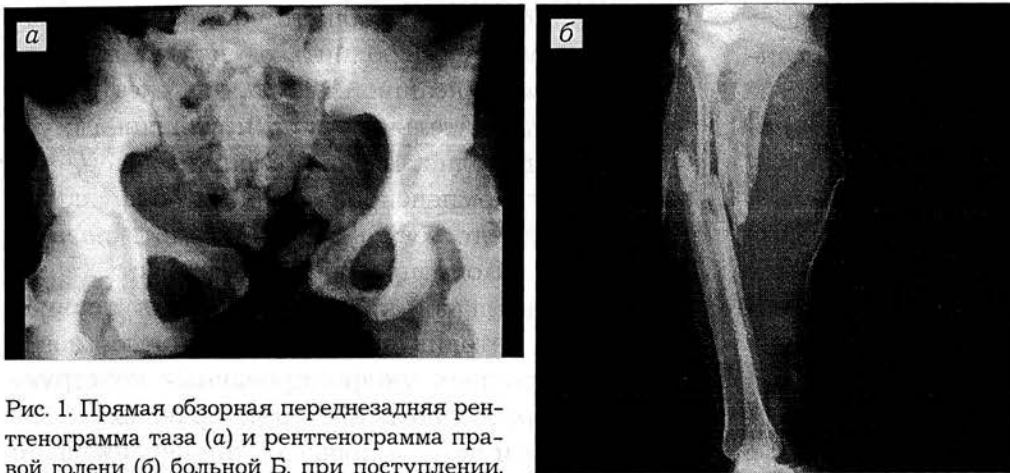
Прямая обзорная переднезадняя рентгенограмма таза (а) и рентгенограмма правой голени (б) больной Б. при поступлении.
